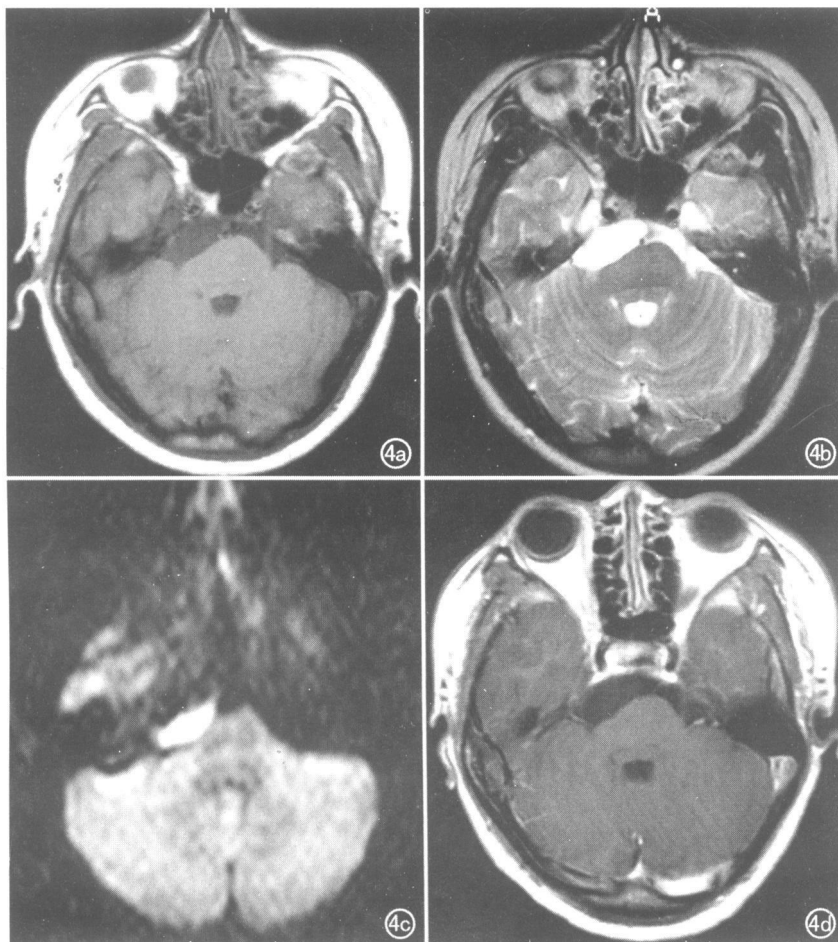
桥小脑角表皮样囊肿。a) T_1WI 囊肿呈低信号; b) T_2WI 囊肿呈高信号; c) DWI 囊肿呈高信号; d) 增强扫描囊肿无强化。
